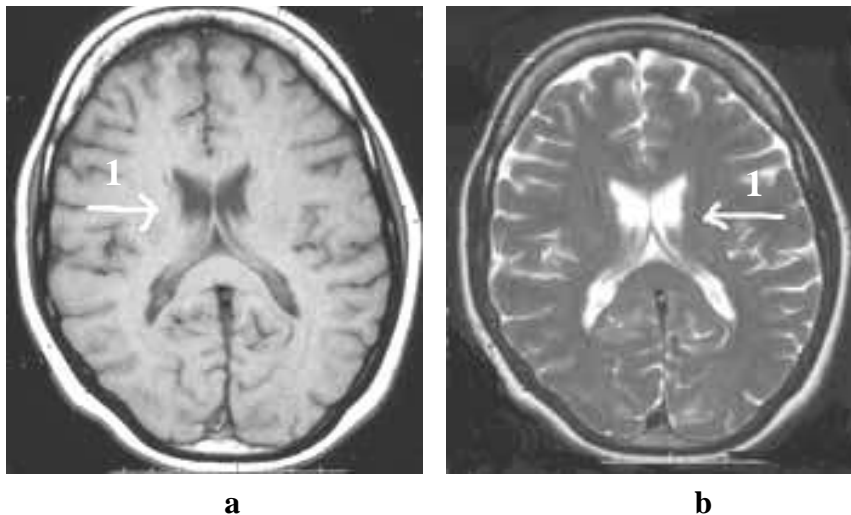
Système ventriculaire latéral : signal normal à l'IRM [28]
